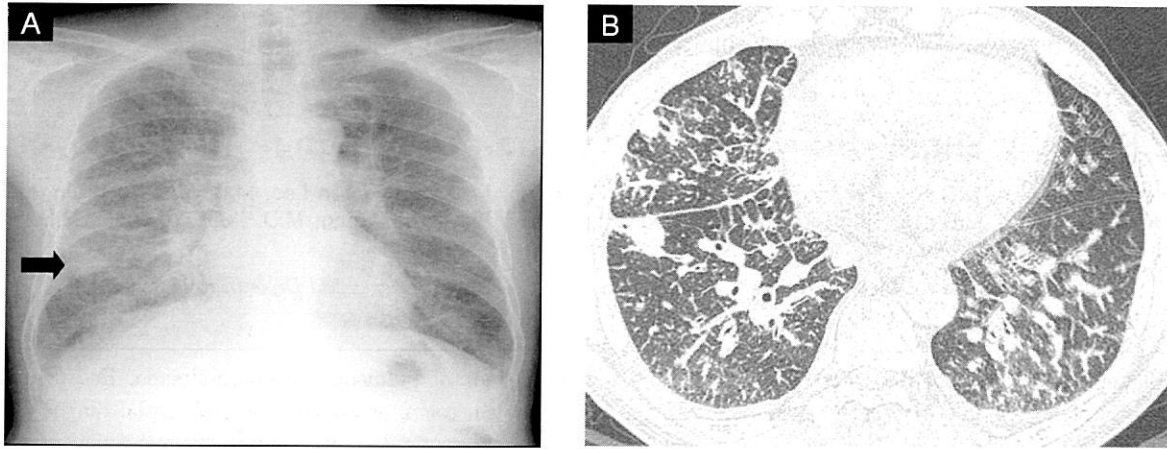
A. Chest PA. Extensive lymphangitic metastasis deposits combined with bilateral hilar and right paratracheal lymphadenopathy are seen in the both lung fields. There is a small, poorly-defined mass-like opacity at the right lower lung region (arrow). B. Computed tomography of chest. In addition to the findings of the chest PA, several irregular subpleural nodules at the right middle lobe and anterior segment of the right lower lobe. A small amount of pleural effusion is noted in the left lung.
